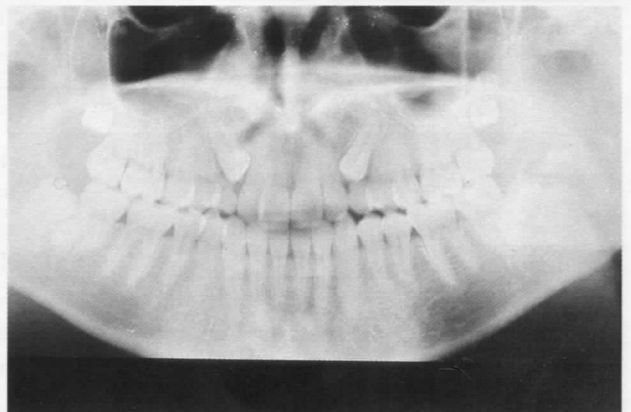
Superposición dentaria en una radiografía oclusal convencional.
